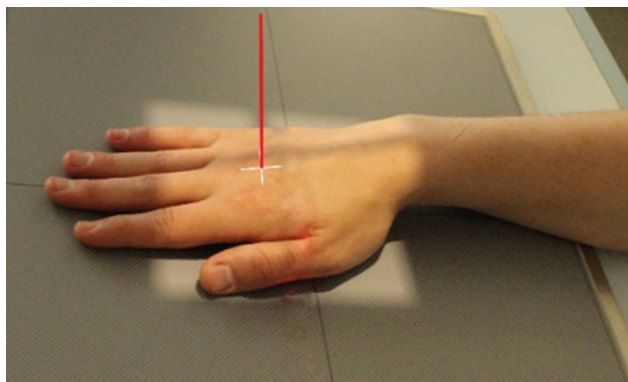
Рентгенография кисти. Передняя прямая проекция
